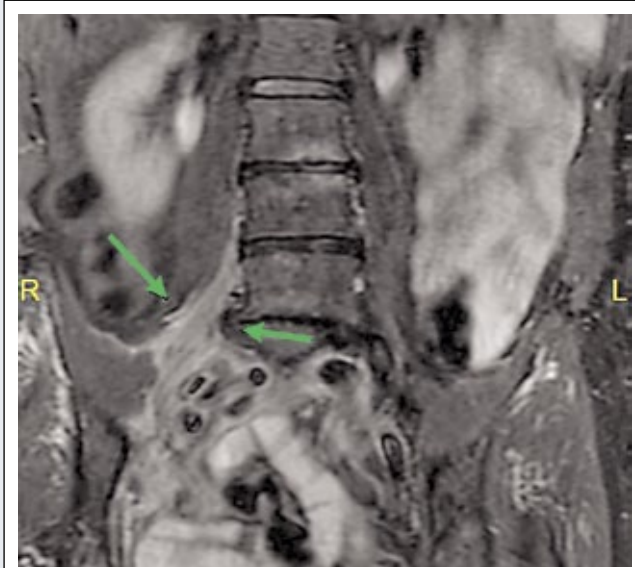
Magnetresonanztomografie der Läsion (05/2010). Coronare STIR. Diffus infiltrierende Weichteilformation perineurovaskulär.
